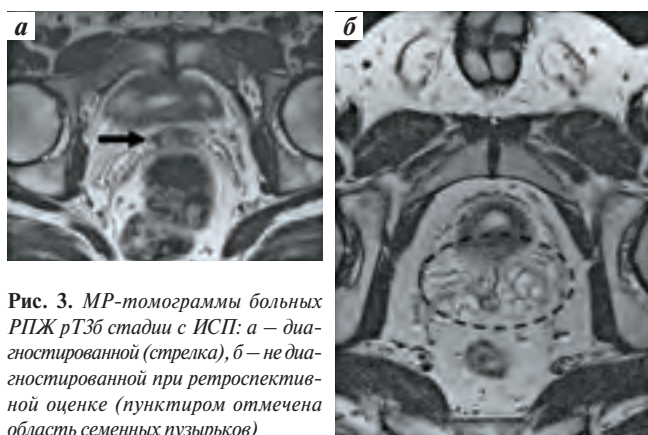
МР-томограммы больных РПЖ рТ3б стадии с ИСП: а – диагностированной (стрелка), б – не диагностированной при ретроспективной оценке (пунктиром отмечена область семенных пузырьков)
